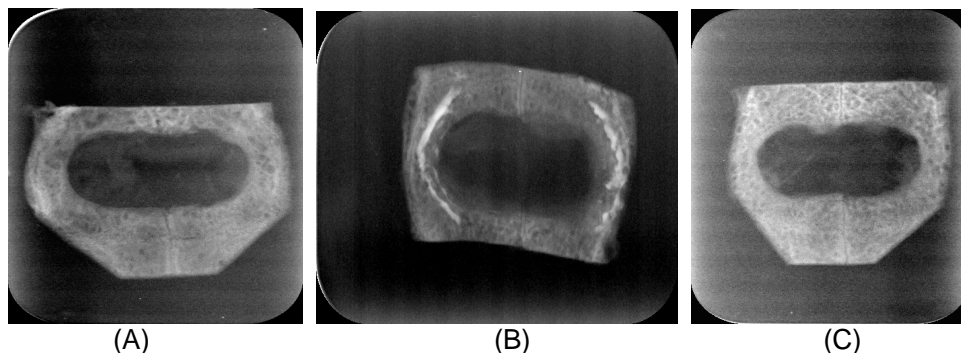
radiografia digital 15 dias após a cirurgia (A) Grupo A (Látex), (B) Grupo B (PTFE) e (C) Grupo C (Controle)
